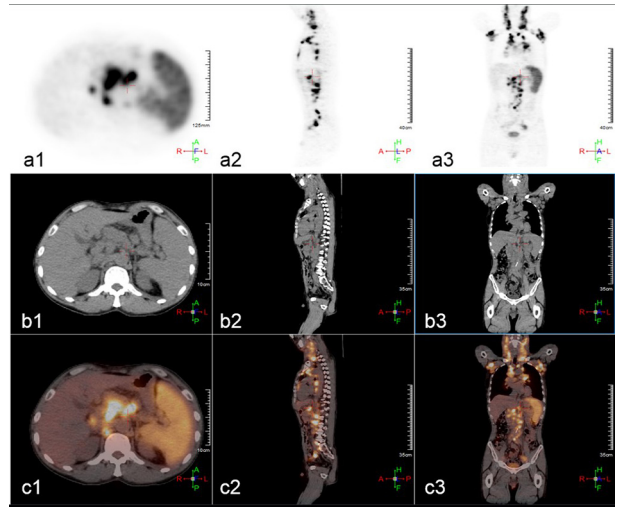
RAY-SCAN 64 PET/CT对全身肿瘤的¹⁸F-FDG成像，其中a1, a2, a3分别为PET成像的横断面、矢状面和冠状面；b1, b2, b3分别为CT成像的横断面、矢状面和冠状面；c1, c2, c3分别为PET-CT融合图像的横断面、矢状面和冠状面。比例尺：（a1）12.5 cm；（b1, c1）10 cm；（a2, a3）40 cm；（b2, b3, c2, c3）35 cm。
